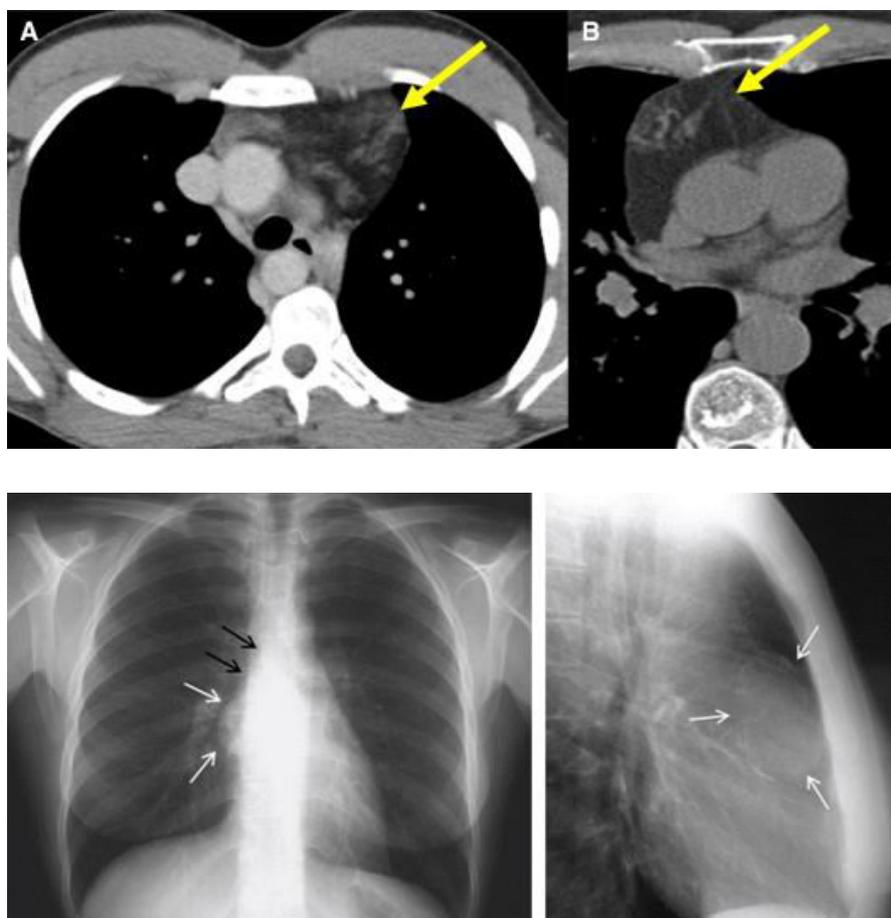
КТ грудной клетки пациентов с миастенией – тимомой
